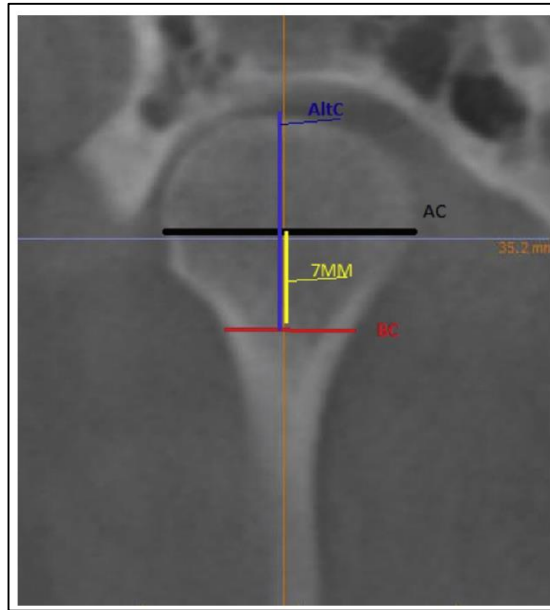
CBCT image showing the condyle measurement in the coronal view; the condylar height (blue line) and mediolateral diameter of the condyle (black line) can be observed.
